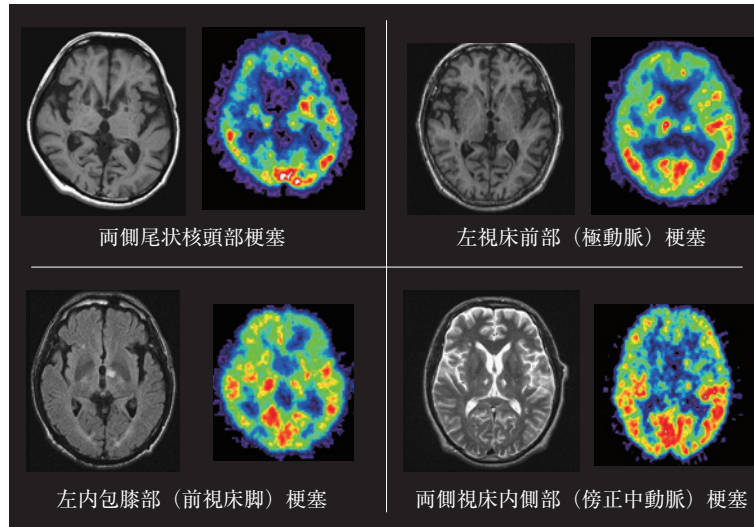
戦略的部位を冒す皮質下梗塞の MRI と PET 画像。
